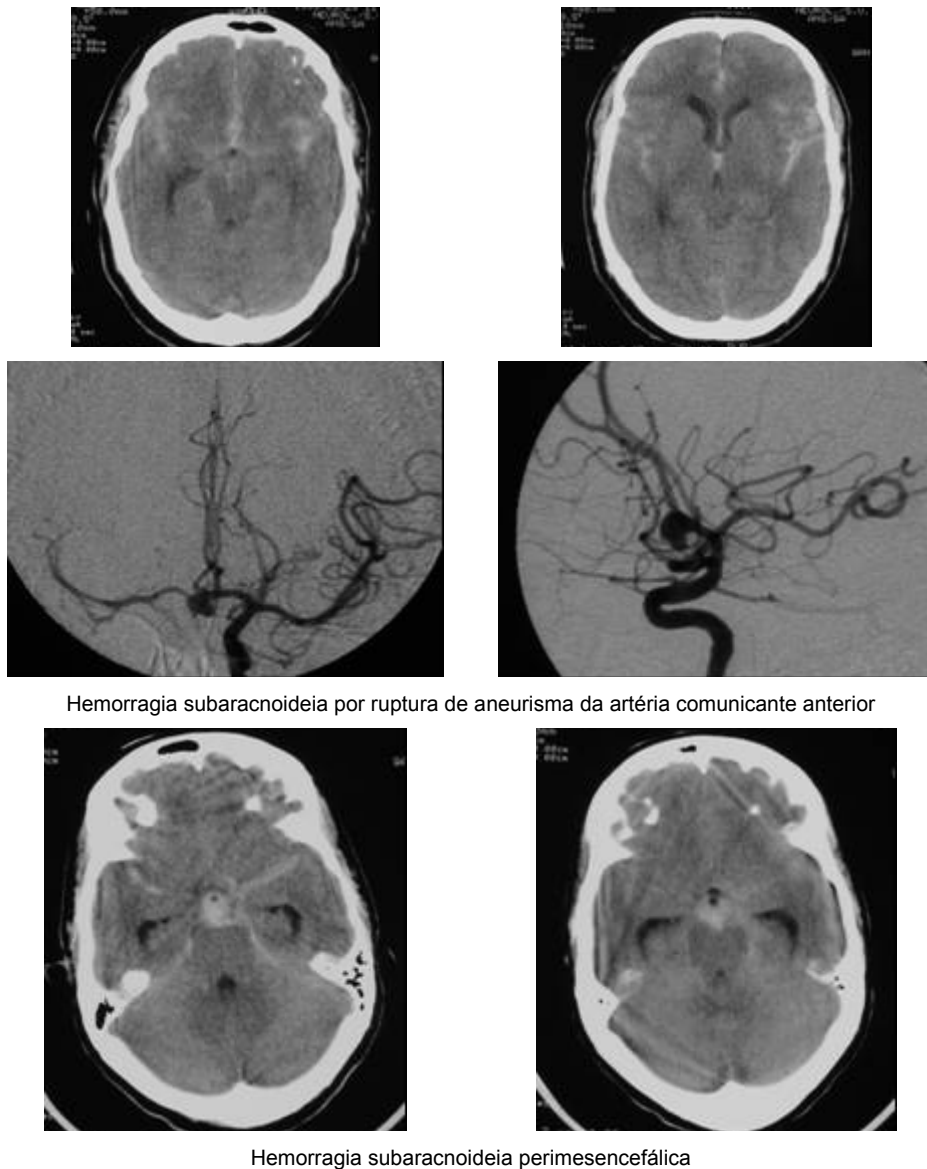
TAC e Angiografia cerebral de doentes com hemorragias subaracnoideias.
